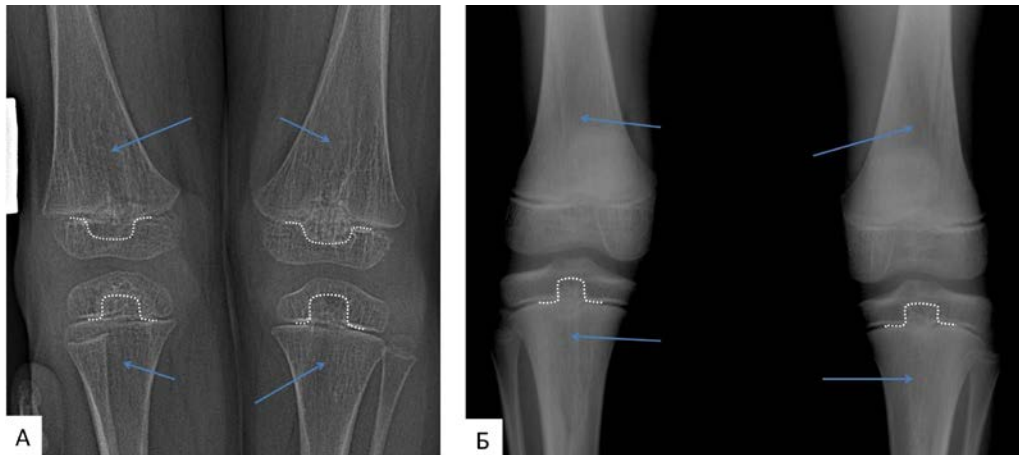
Рентгенограммы коленных суставов в прямой проекции пациентов 1 (А) и 2 (Б): деформация эпифизарной пластинки роста в виде «вставки» прямоугольной формы, направленной в сторону эпифиза (белые прерывистые линии); снижение минеральной плотности костной ткани, дезорганизация архитектоники в области метафизов бедренных и большеберцовых костей (синие стрелки).
